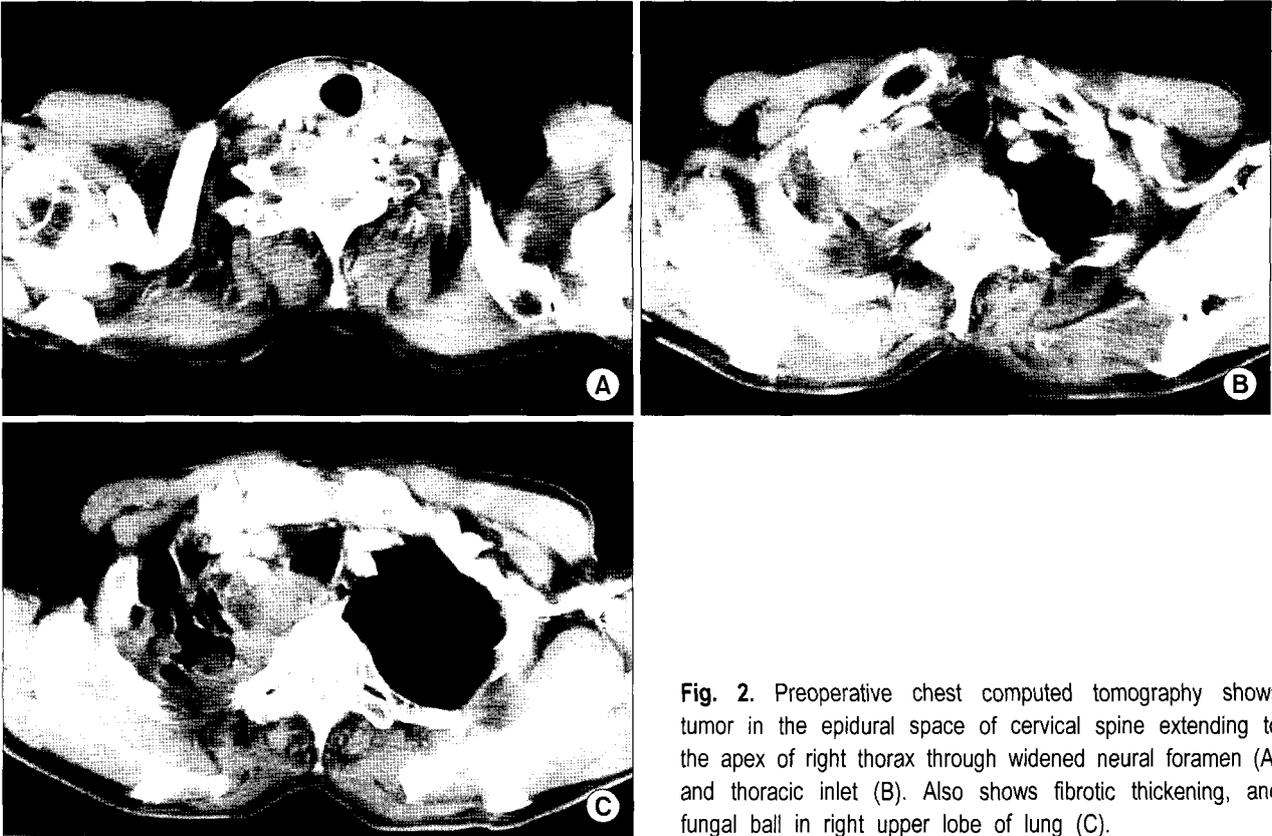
Preoperative chest computed tomography shows tumor in the epidural space of cervical spine extending to the apex of right thorax through widened neural foramen (A) and thoracic inlet (B). Also shows fibrotic thickening, and fungal ball in right upper lobe of lung (C).
